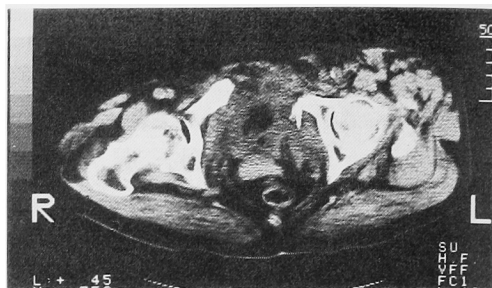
CT scan shows bladder rupture and pubic bone fracture (case 2)
